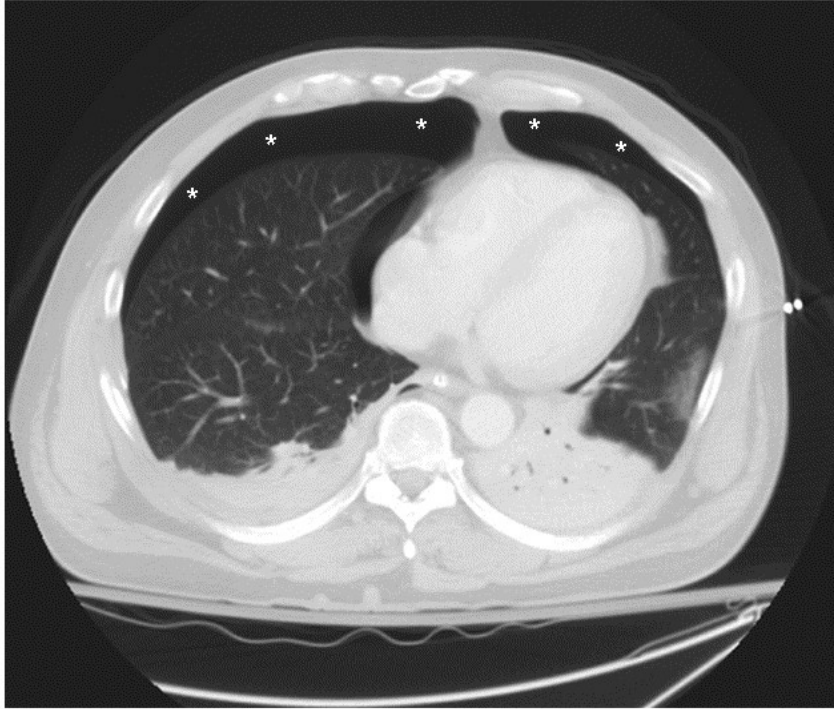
CT-Aufnahme eines bilateralen Pneumothorax [24]
